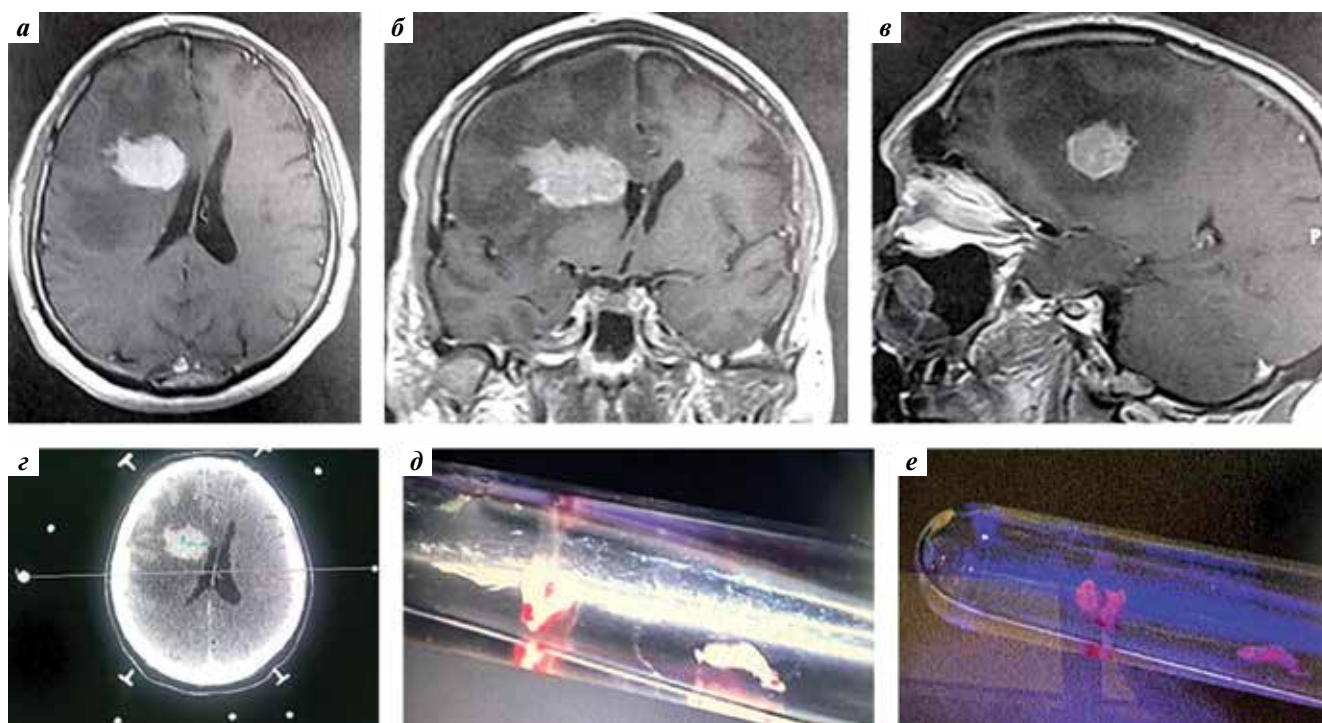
Интраоперационная флуоресцентная диагностика у пациента М. с плазмоцитомой глубоких отделов правой лобной доли. Дооперационная МРТ головного мозга (Т1 с контрастированием): а — аксиальная проекция, б — коронарная проекция, в — сагиттальная проекция. Интраоперационная расчетная спиральная компьютерная томография с контрастом: г — аксиальный срез. Биоптаты: д — в белом свете; е — во флуоресцентном режиме микроскопа (яркое свечение опухоли)
